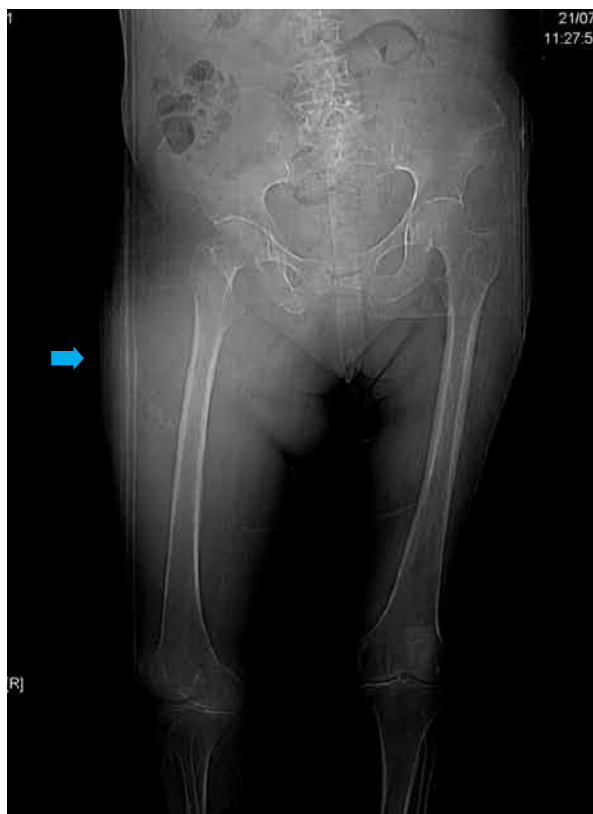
Radiografía simple de miembros inferiores comparativa: se evidencia incremento de volumen del muslo derecho e imagen radioopaca externa en el tercio medio de la diáfisis del fémur derecho.
